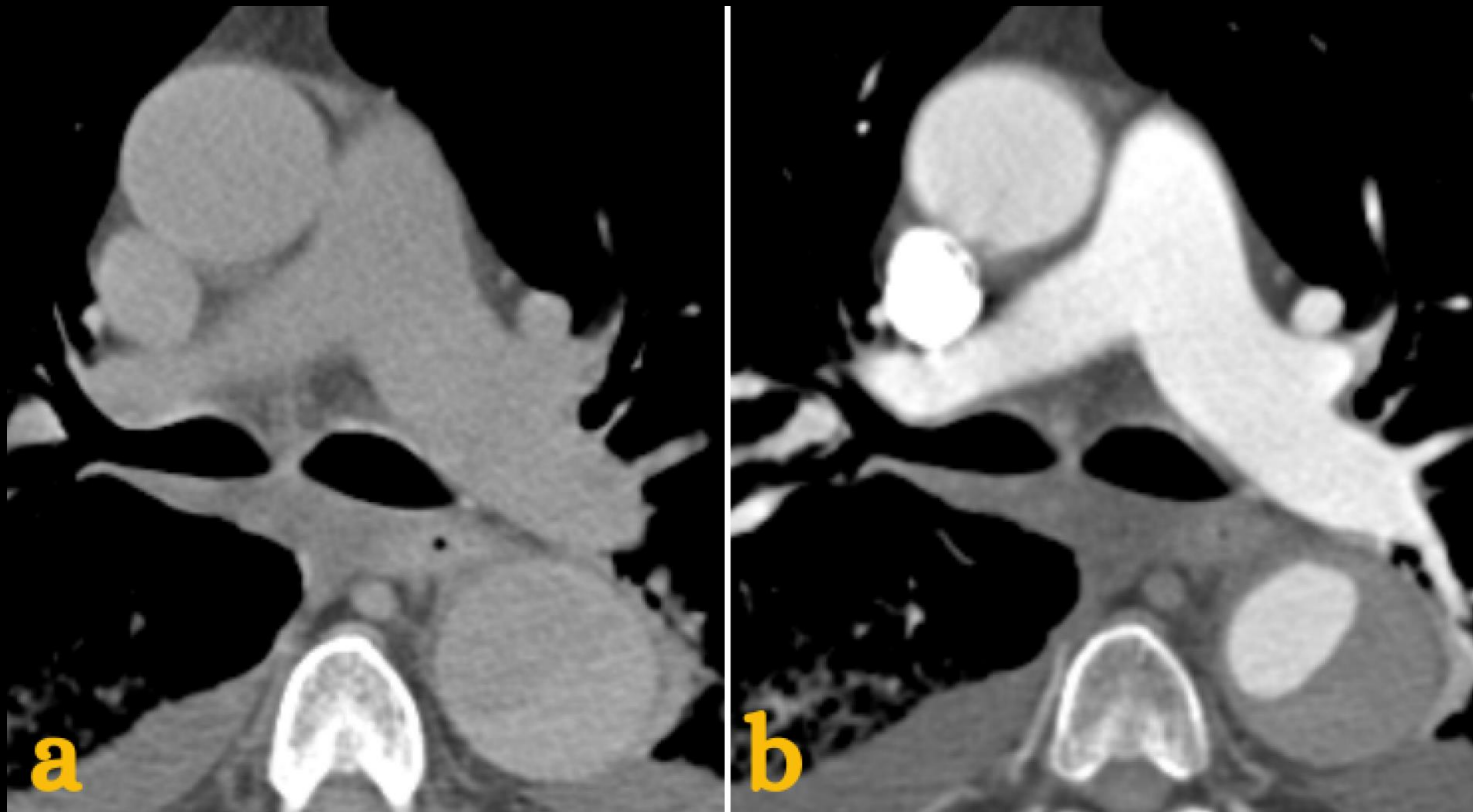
TC Axial: Engrosamiento mural hiperdenso en forma de semiluna en fase basal (a) no hipercaptante en fase arterial (b) compatible con hematoma intramural.
